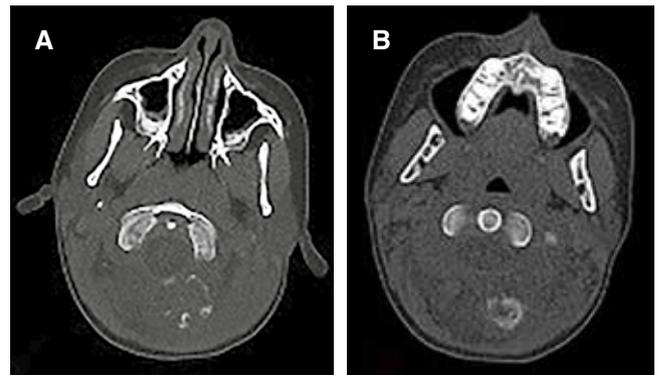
Cortes axiales de tomografía computarizada donde se aprecia una masa calcificada adyacente al arco posterior izquierdo de C1.
